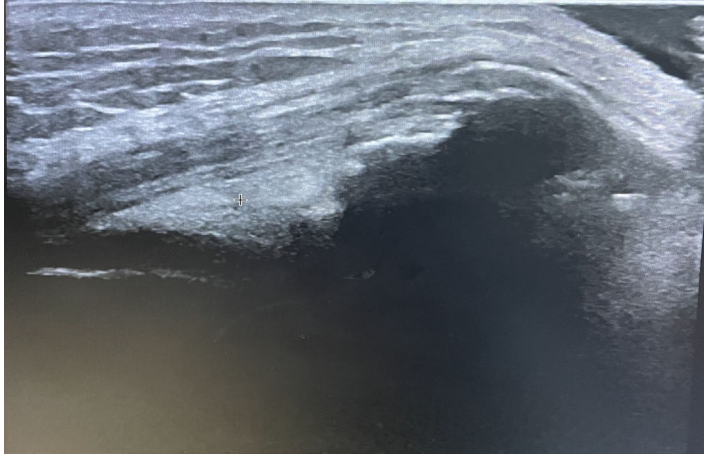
Imagine ecografică a unui pacient cu entezopatie patelară
